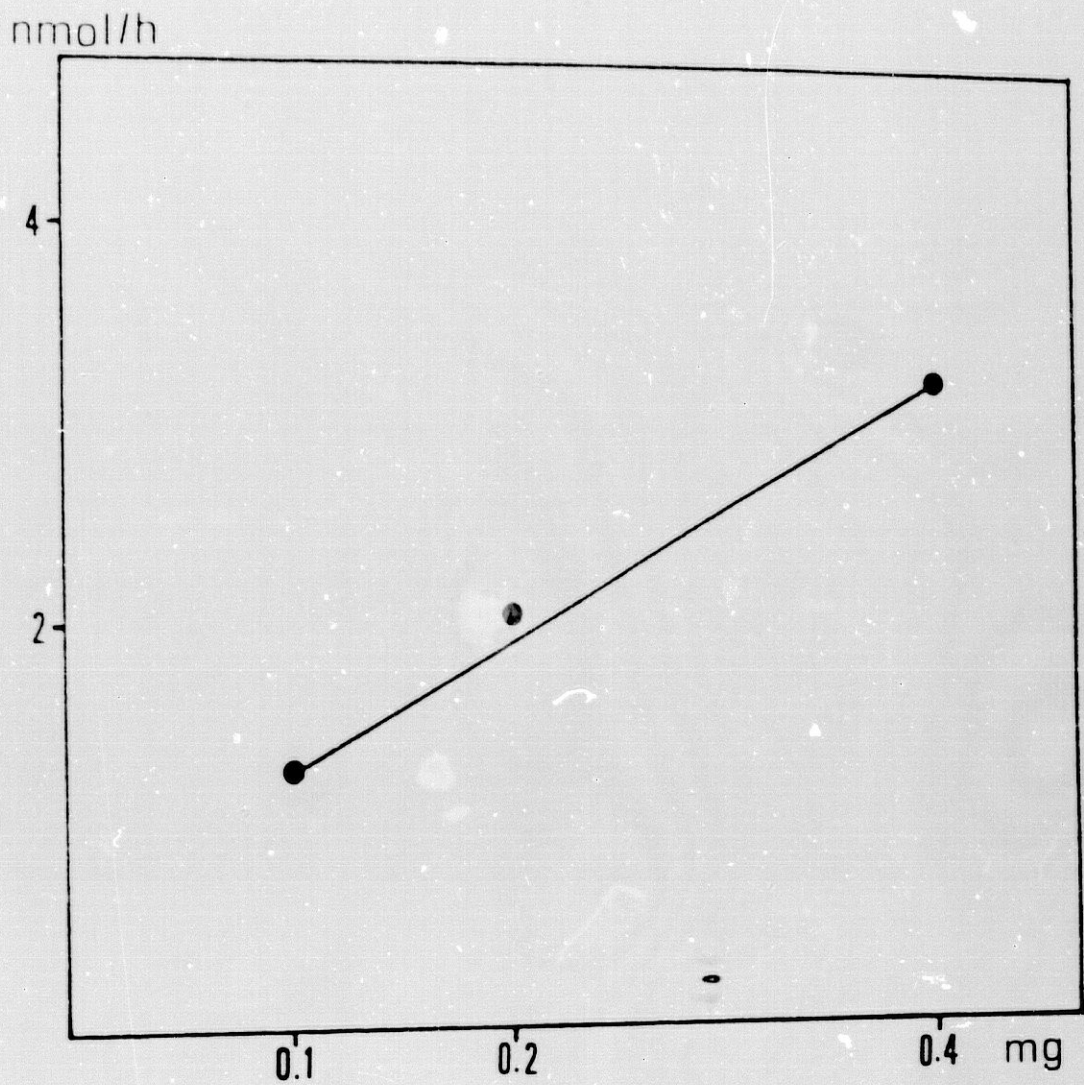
VARIACION DE LA FORMACION DE DHT RESPECTO DE LA CONCENTRACION PROTEICA EN CUERO CABELLUDO ALOPECICO. DISTINTAS CONCENTRACIONES DE PROTEINAS INCUBADAS CON $^3\text{H-T}$ 25 μM A 37°C DURANTE 30 MINUTOS. LA ACTIVIDAD SE EXPRESA COMO nmOL DE DHT FORMADA / HORA.
